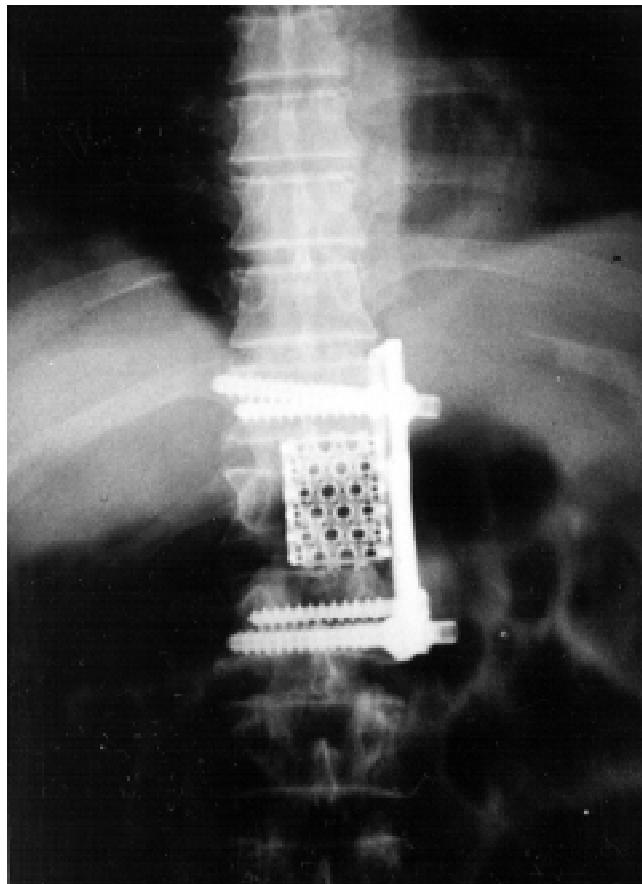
Radiografía AP de columna lumbar, que muestra jaula de titanio con injerto óseo que sustituye un cuerpo vertebral y fijación con placa y tornillo.
